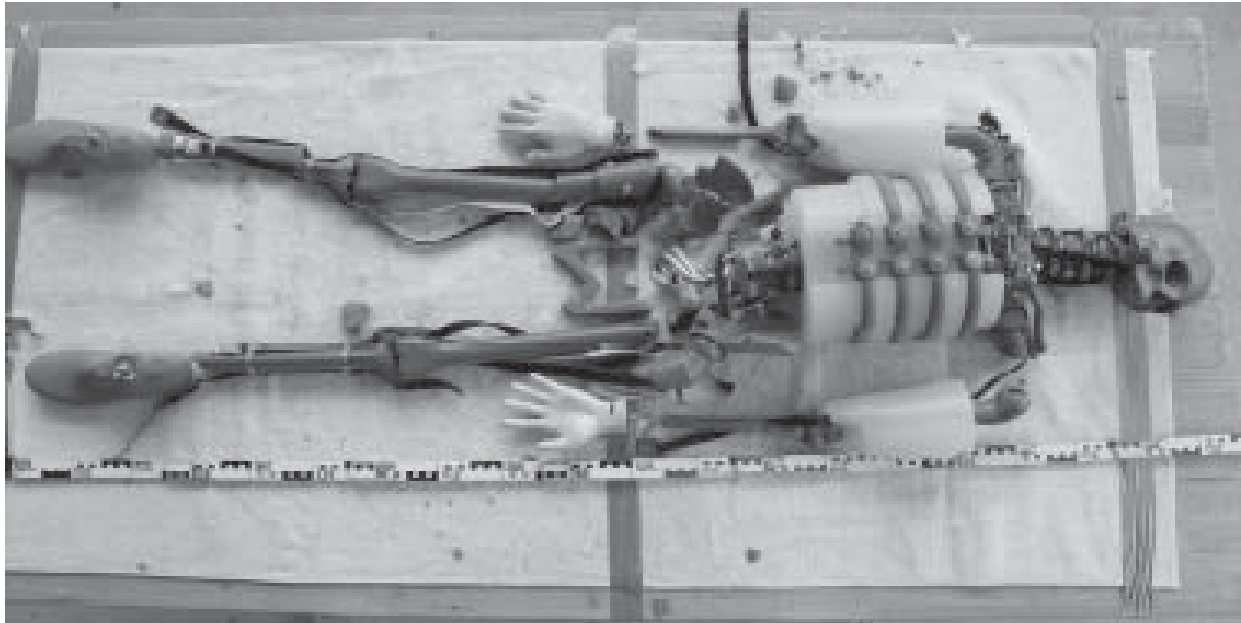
Übersicht über die „Verletzungen“ bzw. Schäden am Biofidel-Dummy nach DEKRA-Crash-Test, bei dem ein SUV frontal mit $vk = 99 \text{ km/h}$ gegen den aufrecht stehenden Dummy prallte
